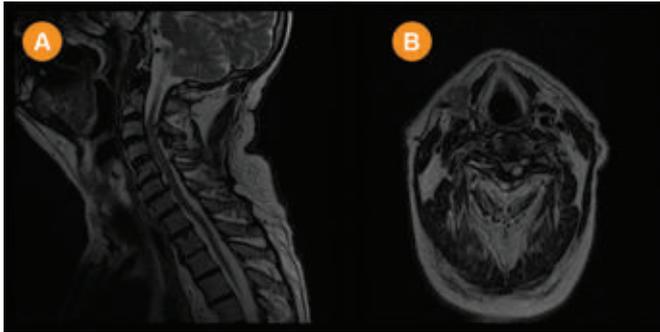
MRI (sagittal (A) and axial (B) T2-weighted) of the cervical spine, showing a circumscribed, high-signal intraspinal extradural mass causing severe compression of the spinal cord at the C3-C4 level.
